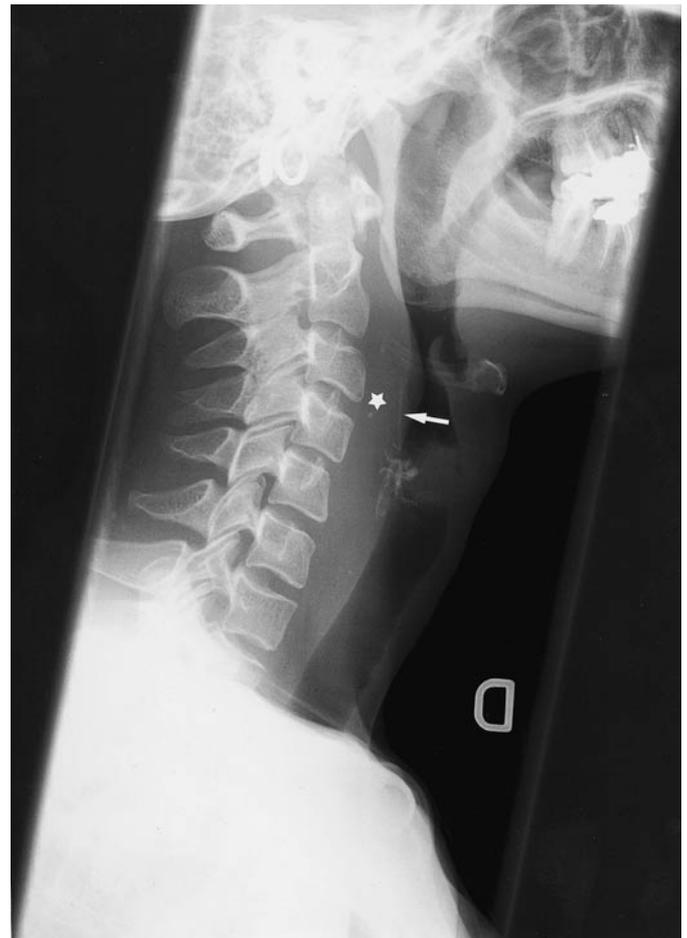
In der seitlichen Weichteilröntgenaufnahme des Halses ist eine Verbreiterung des Retropharyngealraumes (> 7 mm) (Stern) sowie auch ein feiner, 2,5 cm langer, röntgendichter Fremdkörper (Pfeil) erkennbar.
